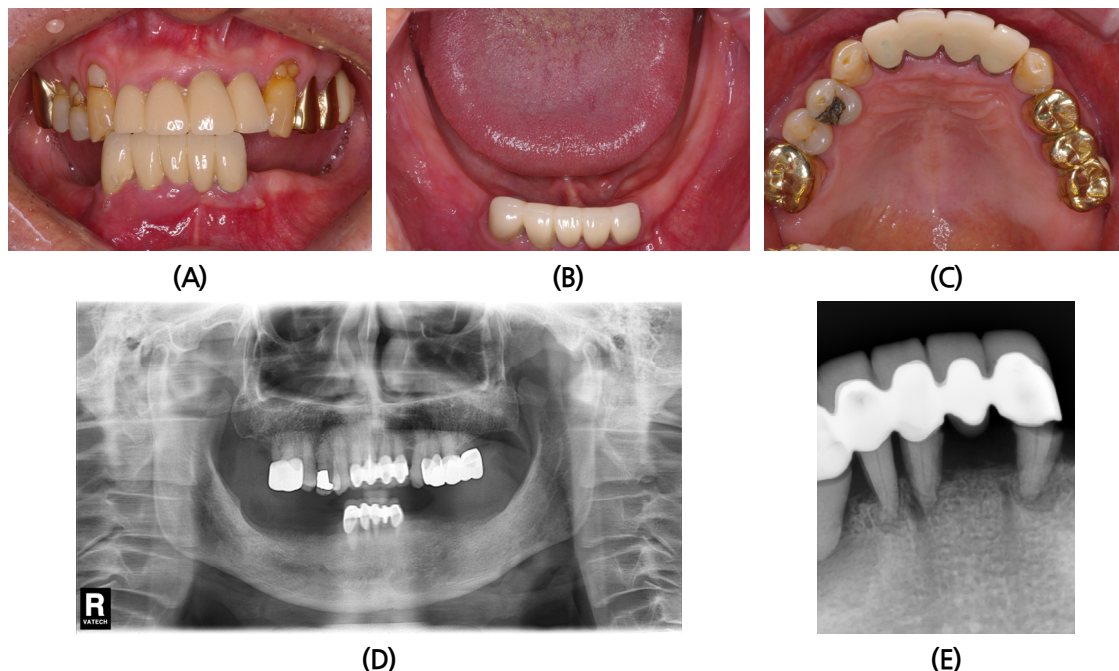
(A), (B), (C) Preoperative clinical view. (D), (E) Preoperative radiographic view taken.
